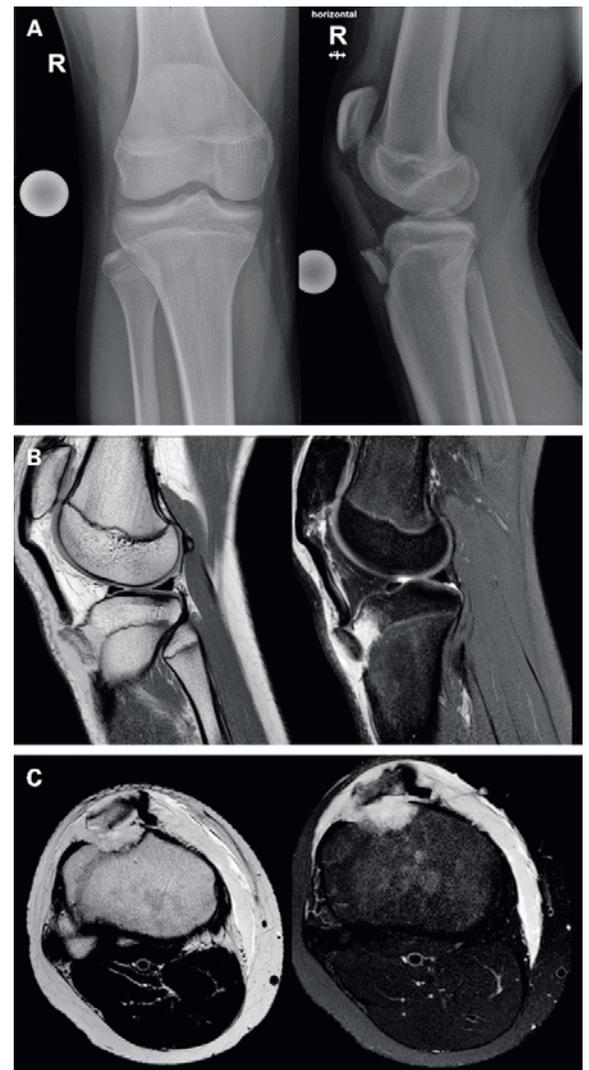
Clichés des lésions: radiographie du genou en incidence antéro-postérieure/latérale (A) et IRM du genou (B coupe sagittale; C coupe transversale).
